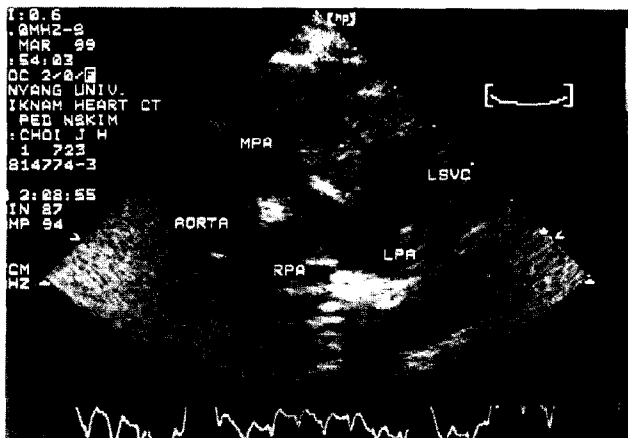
Parasternal short axis view
